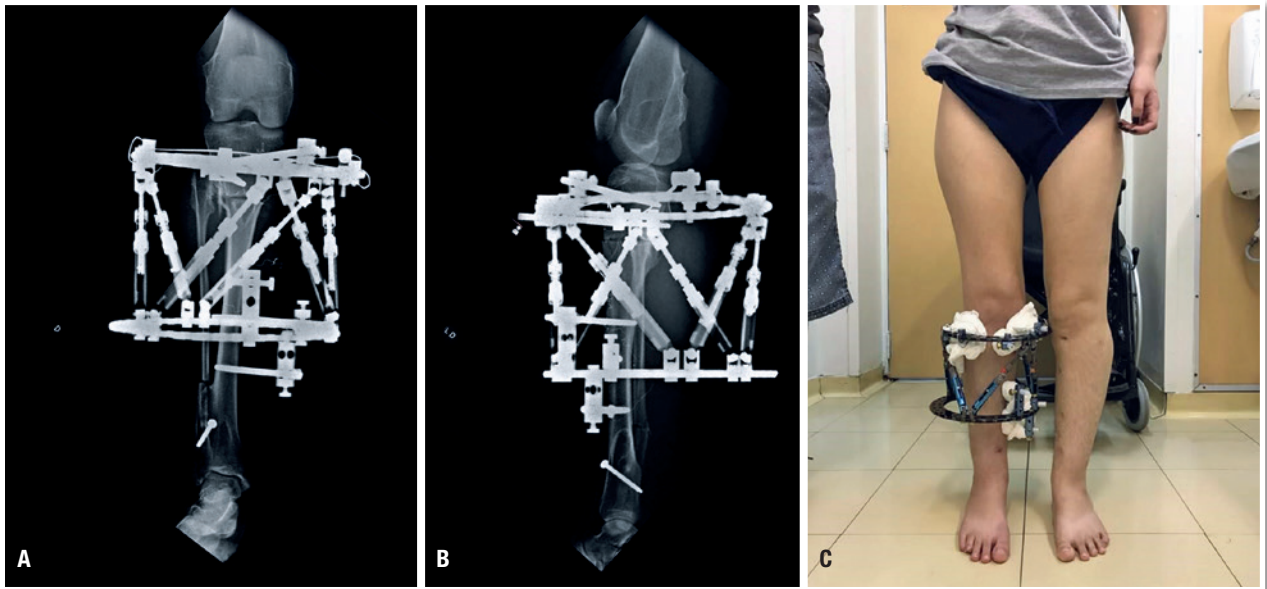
A e B. Radiografia pós-operatória em AP (A) e perfil (B), mostrando a osteotomia metafisária proximal da tibia direita com fixador hexapodal tipo Ortho SUV Frame®. Distalmente, a fíbula fixada a tibia por parafuso sólido; C. Imagem clínica pós-operatória com fixador externo hexapodal
